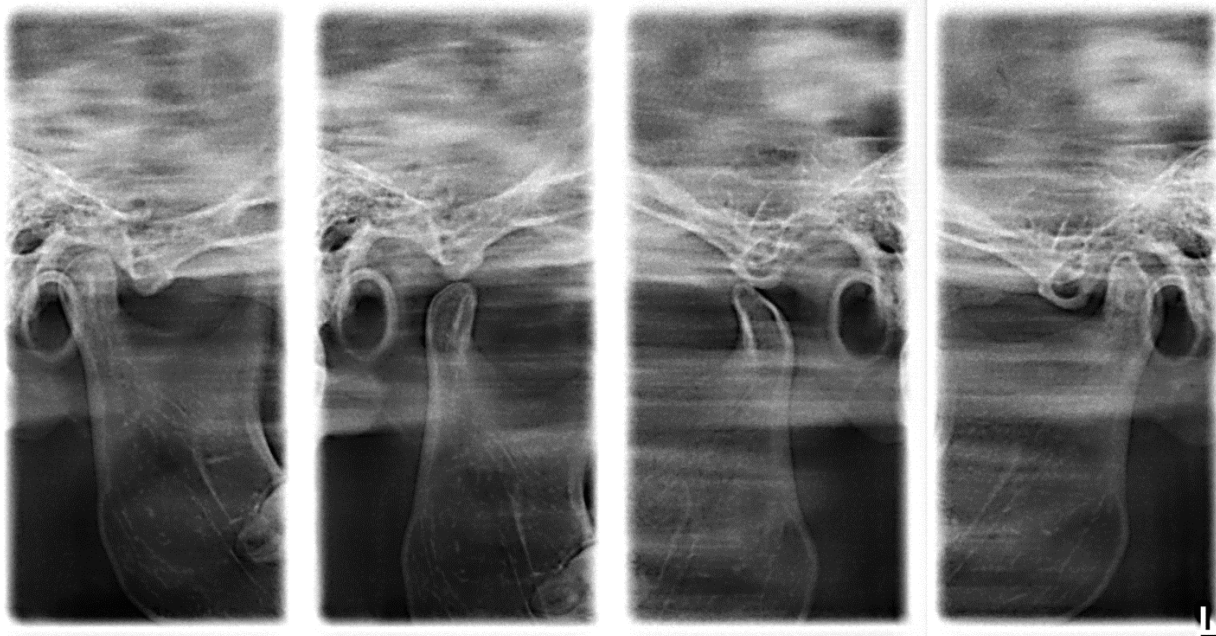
Прицельные рентгенограммы ВНЧС больной К., 33 лет. Диагноз: компрессионно-дислокационная дисфункция ВНЧС – компрессия справа, дислокация слева. Левая суставная головка по размерам меньше правой и имеет остроконечную форму
